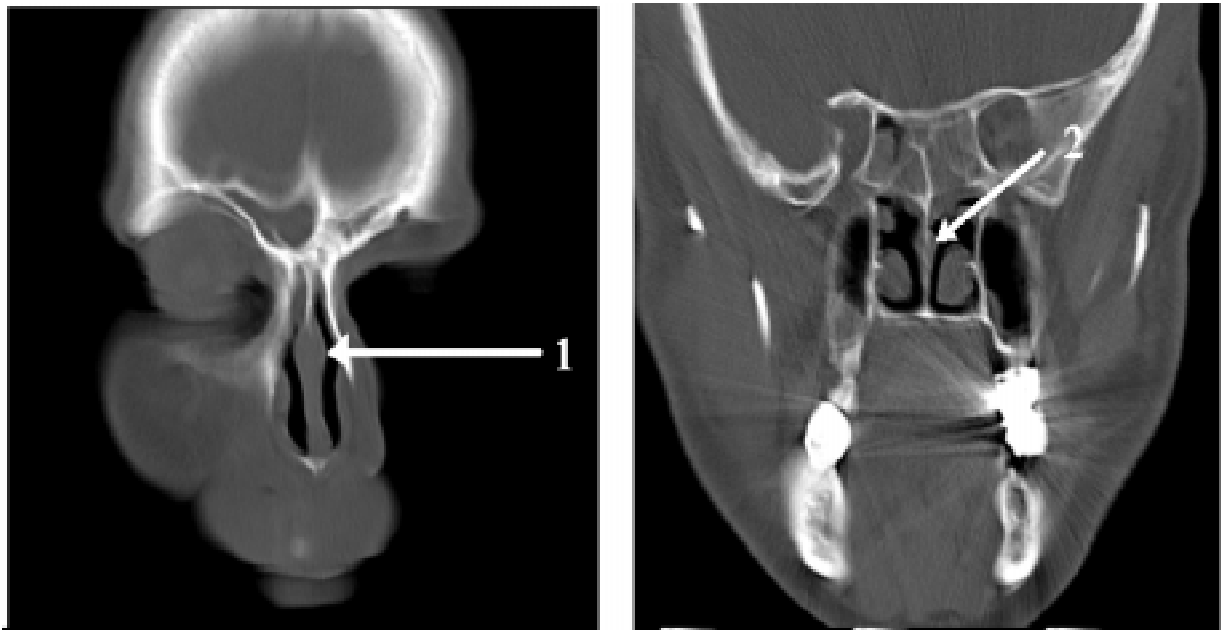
Спіральна комп'ютерна томографія у фронтальній проекції пацієнта Р., 48 р., зі спадковою схильністю до хронічних риносинуситів. Хронічний гіперпластично-гнійний пансинусит. Ф-подібне стовщення носової перегородки в середніх (стрілка 1) та задніх відділах (стрілка 2)
